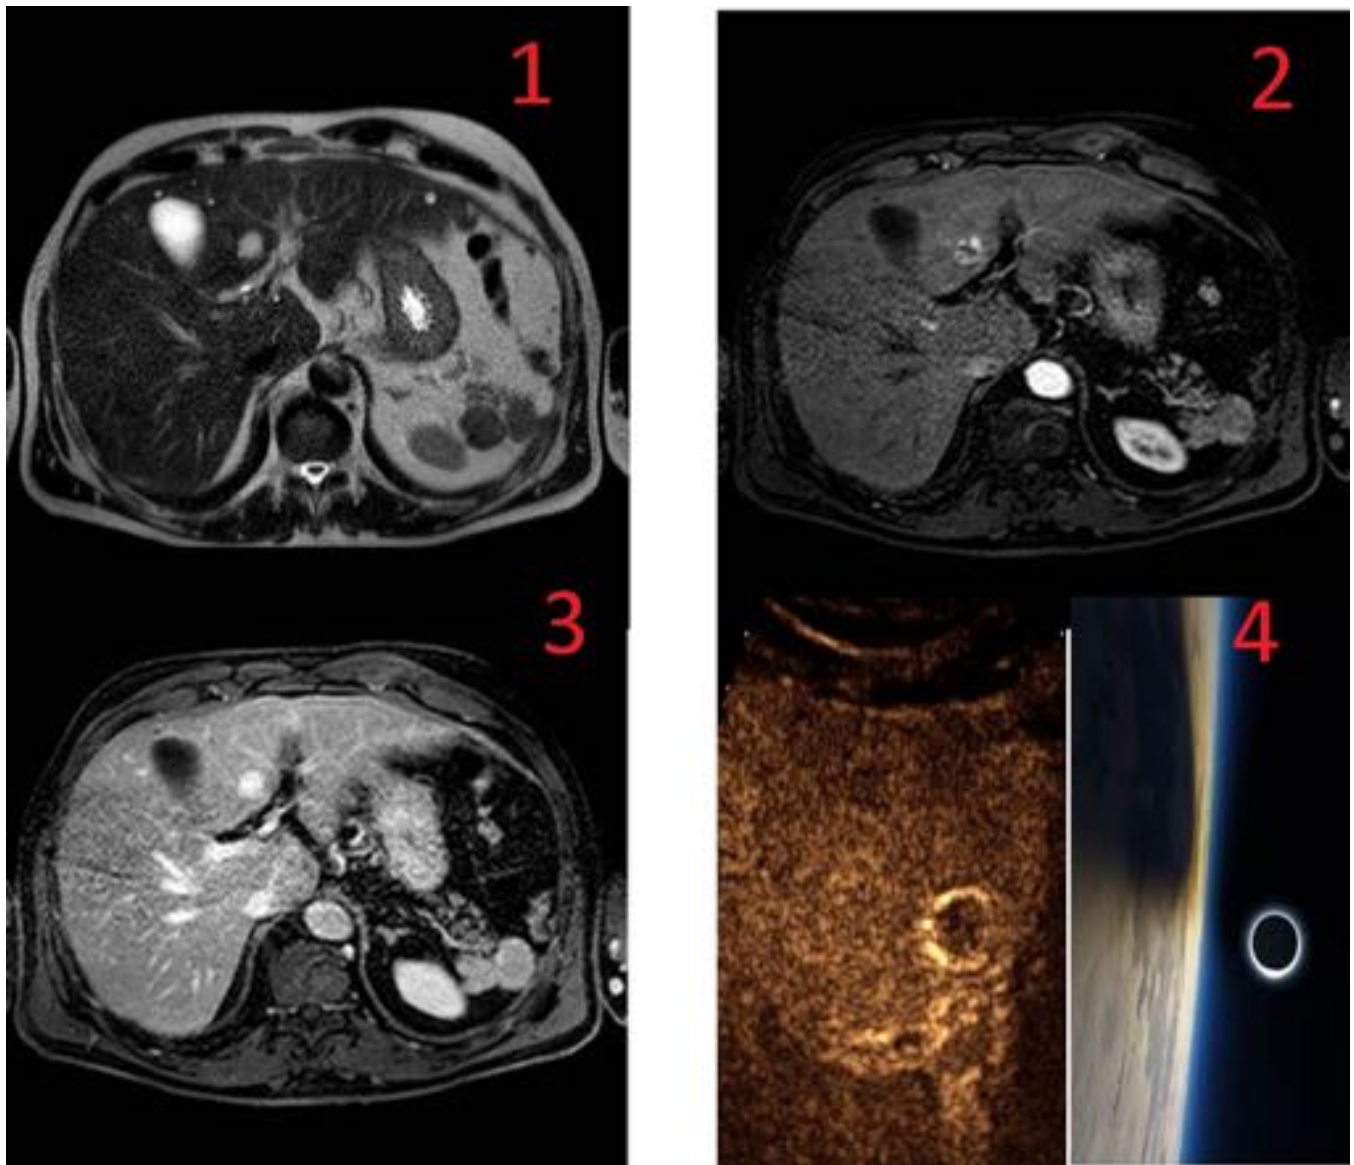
La RM hepática se observa en la imagen potenciada en T2 un lesión hiperintensa (1), que muestra captación periférica de contraste en fase arterial (2) , se homogeiniza en fase portal tardía (3), sugestivo de hemangioma. No hemos encontrado en la literatura este patrón en "eclipse" de los hemangiomas (4)
